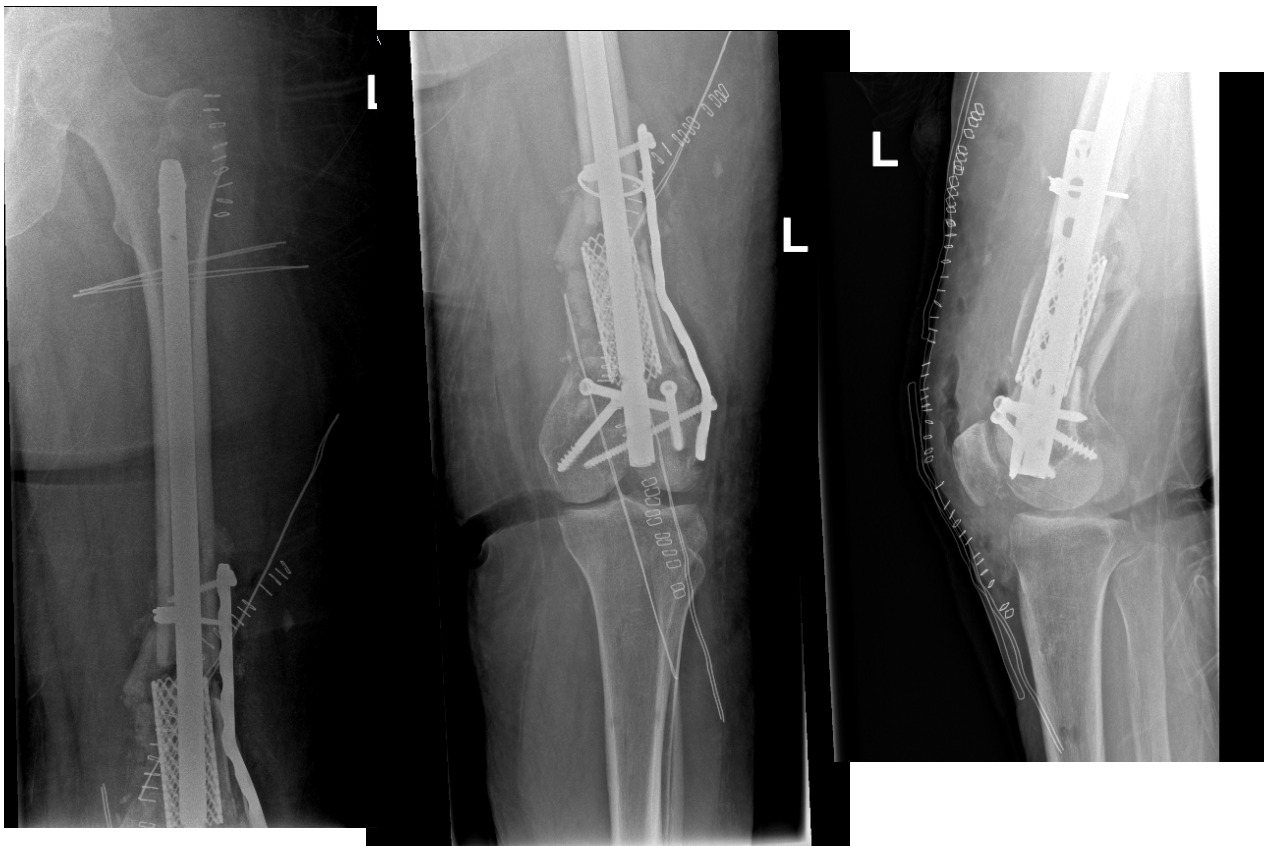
Control postoperatorio de la segunda intervención quirúrgica del fémur izquierdo. De izquierda a derecha: radiografías AP del miembro inferior izquierdo y proyección lateral.
